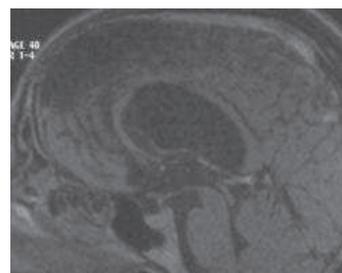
IRM cérébrale post opératoire de la figure 6 montrant un exérèse totale du kyste colloïde
